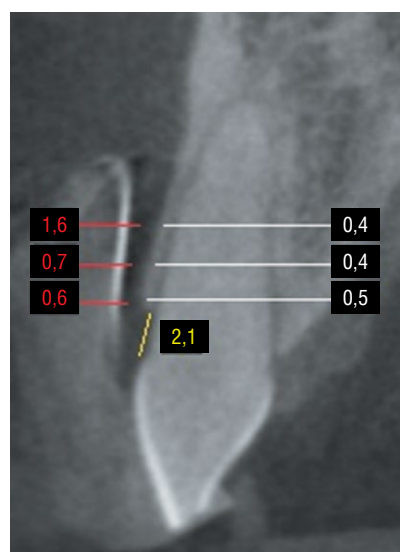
Компьютерная томография поперечного среза зуба 2.1. Измерение толщины наружной кортикальной пластинки (белые линии), кератинизированной десны (красные линии) и расстояния от эмалево-цементного соединения до вершины наружной кортикальной пластинки (желтая линия). Результаты в мм
